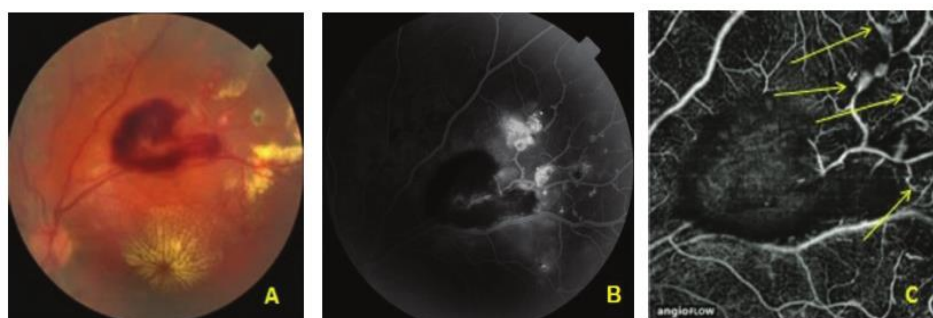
A: fotografia do fundo ocular com evidência de grandes hemorragias e depósitos lípidicos na mácula; B: AF com evidência de múltiplas anomalias vasculares do quadrante temporal; C: OCTA do plexo superficial onde se observam vasos dilatados e *loops* vasculares assinalados pelas setas. Retirado de Hautz, W., Gołębiewska, J. & Kocyla-Karczmarewicz, B. *Optical Coherence Tomography and Optical Coherence Tomography Angiography in Monitoring Coats' Disease*. J. Ophthalmol. 2017, 7849243 (2017)
